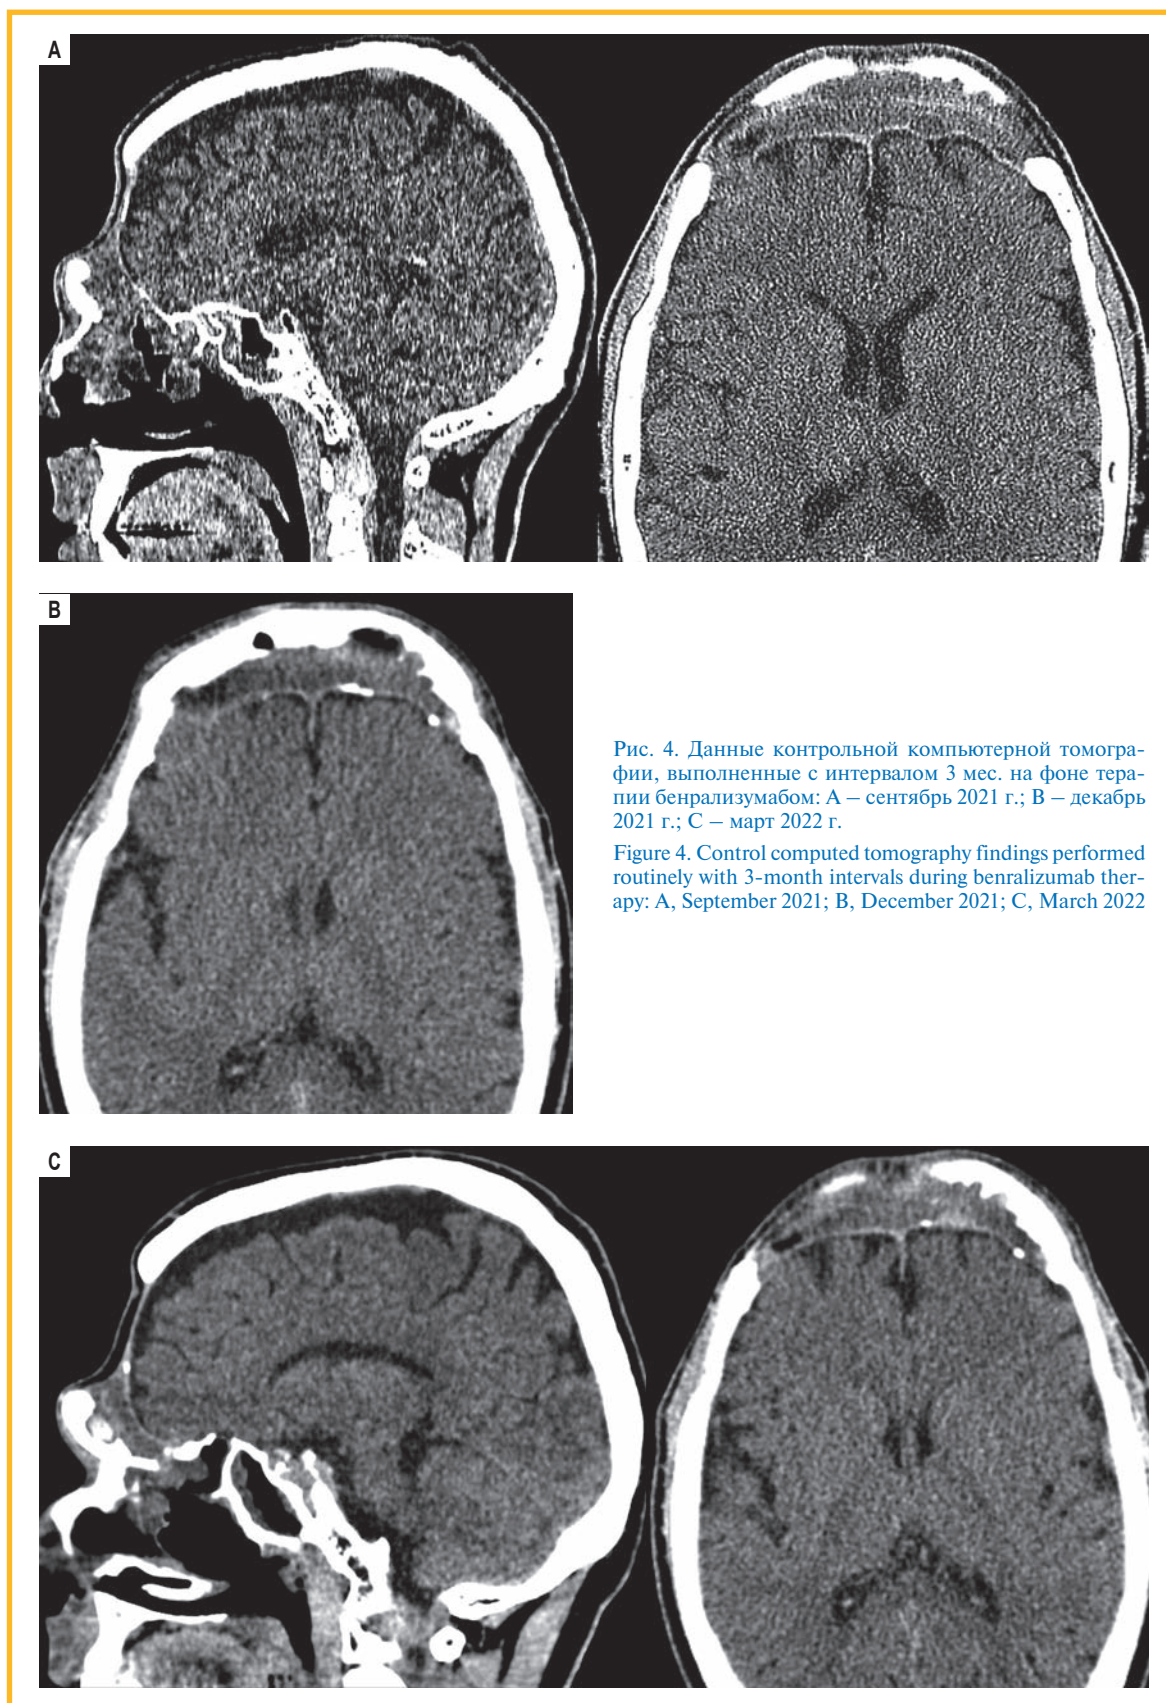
Данные контрольной компьютерной томографии, выполненные с интервалом 3 мес. на фоне терапии бенрализумабом: А — сентябрь 2021 г.; В — декабрь 2021 г.; С — март 2022 г.
